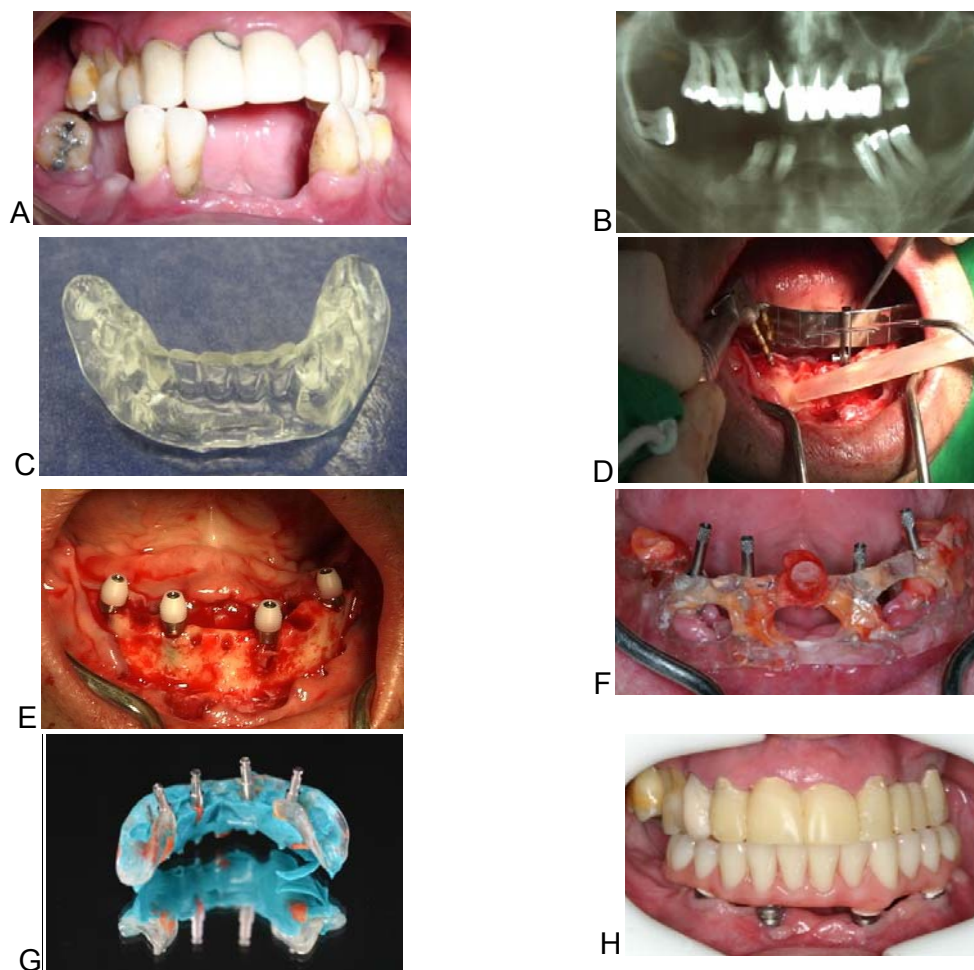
Seqüência ilustrativa do tratamento proposto. A- Caso clínico inicial; B- Radiografia panorâmica inicial; C- Guia cirúrgico acrílico feito a partir de uma prótese imediata; D- Cirurgia em andamento com guia All-on-4 posicionado e perfuração distal do implante sendo realizada com angulação aproximada de 30°; E- Implantes posicionados, bem como pilares protéticos e protetores cirúrgicos; F- Guia multifuncional unido aos pilares de moldagem, contendo um registro oclusal e parafusos longos para moldagem de transferência; G- Moldagem realizada e análogos conectados para confecção de modelo de trabalho; H- Prótese acrilizada e instalada.
